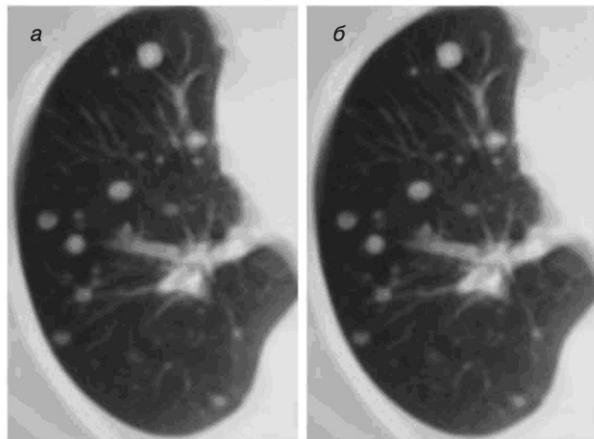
Метастатическое поражение легкого по данным КТ: а — до начала лечения бевацизумабом; б — спустя 6 мес
